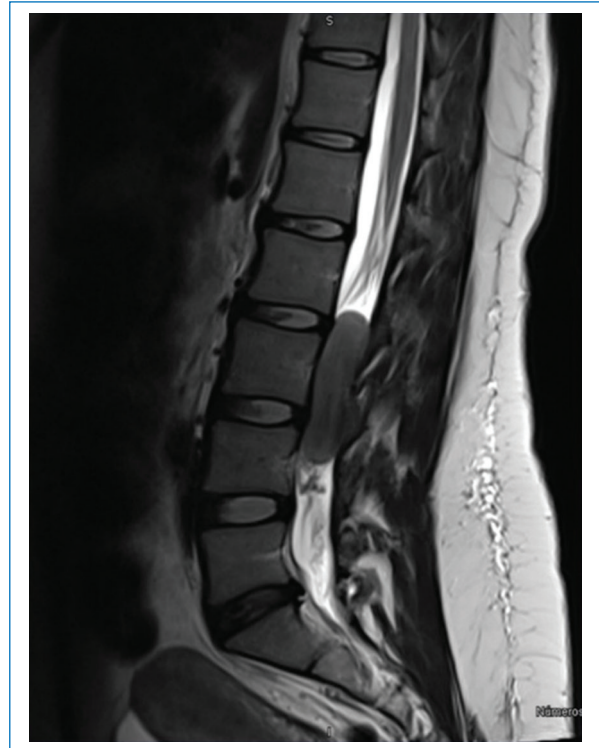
Corte sagital de resonancia magnética nuclear, donde se identifica una lesión intramedular a nivel de los cuerpos vertebrales L2-L4, de aspecto intramedular.
